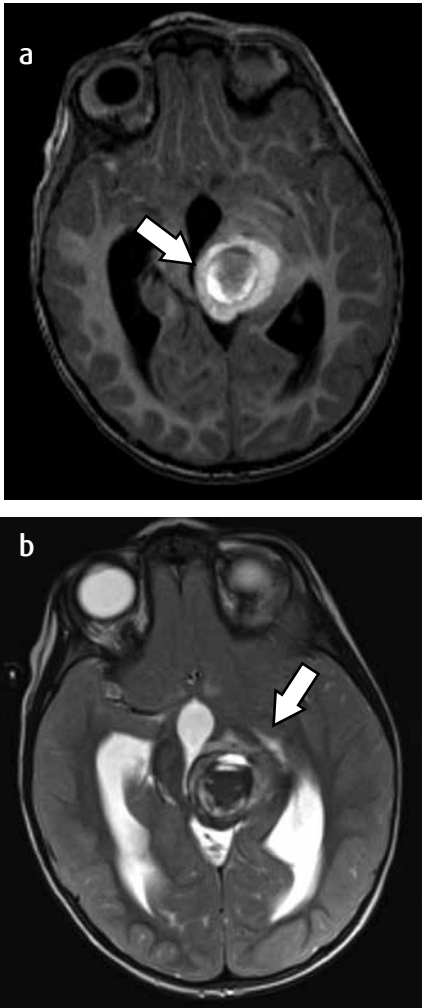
(a, b) RM axial con información en T1 y T2 que muestra una MC localizada en el tálamo izquierdo, con una zona periférica de alta señal en la secuencia con información en T1 y heterogénea en secuencia con información en T2, que evidencia sangrados en varias ocasiones (flechas blancas). Hay efecto de una masa con dilatación de los ventrículos laterales y del tercer ventrículo.
